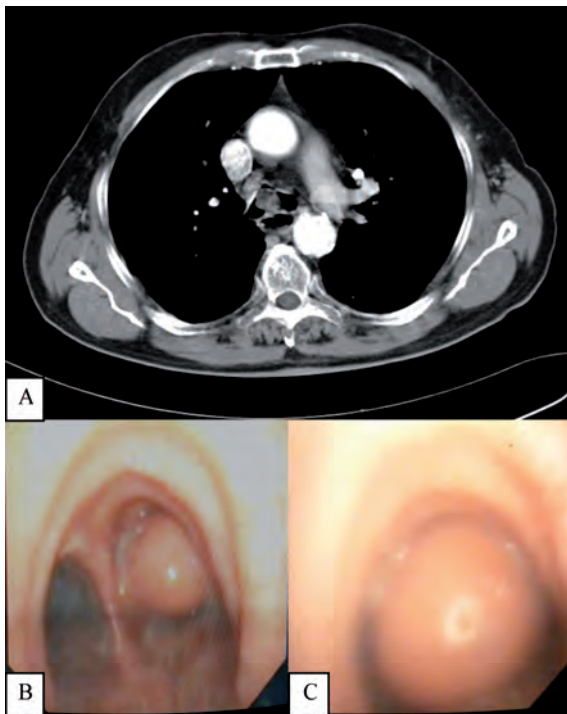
Tumoración pediculada implantada en vertiente derecha de la carina principal, que se moviliza con los movimientos respiratorios del paciente. A: Imagen de TC de Tórax, en la que se objetiva tumoración redondeada de aproximadamente 2,5 cm a nivel de carina principal, con obliteración de la luz del bronquio principal derecho. B: Imagen endoscópica en inspiración (tumor obliterando la luz del bronquio principal derecho). C: Imagen endoscópica en espiración (tumor obliterando la luz de la tráquea).
